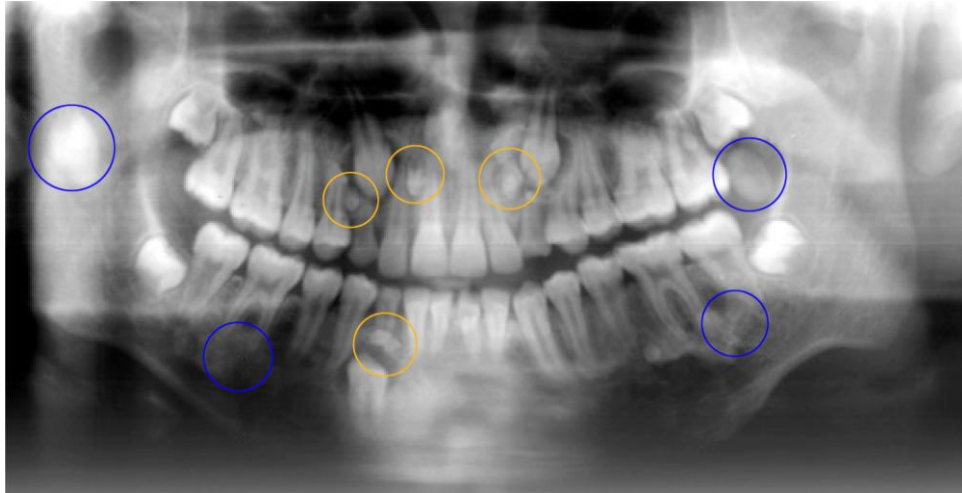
Radiografía panorámica de un paciente con síndrome Gardner. Se observan múltiples dientes supernumerarios y múltiples odontomas.
